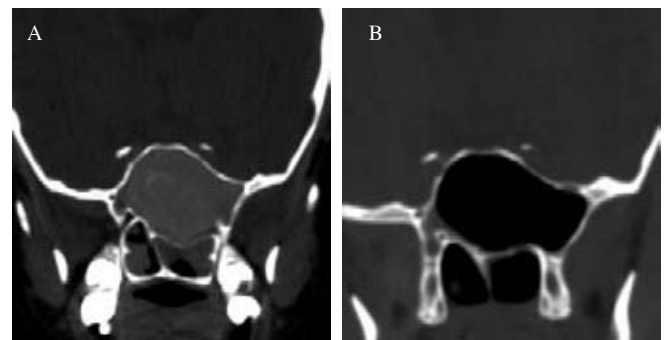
En las imágenes de tomografía computada posteriores a la cirugía hay ausencia de tejido fúngico del seno esfenoidal, el cual está neumatizado y sin signos de la enfermedad. (A) periodo preoperatorio y (B) posoperatorio.
